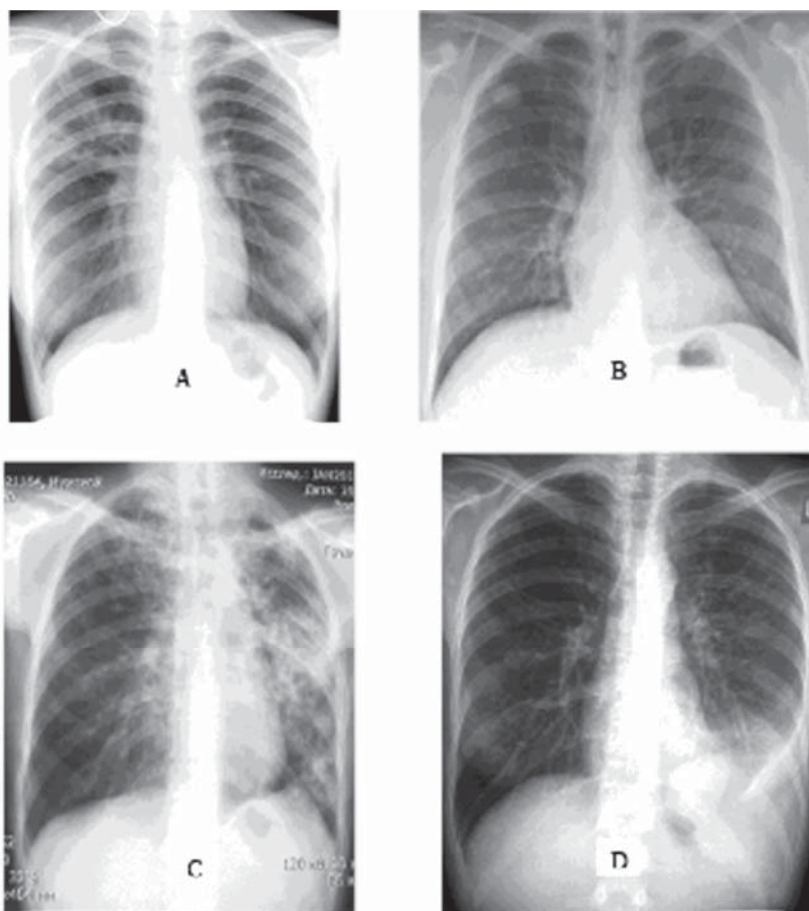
Prezentări radiografice în tuberculoza pulmonară. A - Complex tuberculos primar, femeie 27 ani; B - Tuberculom pulmonar la un bărbat, asimptomatic, în vârstă 32 ani; C - Tuberculoză pulmonară, bărbat 32 ani, opacități nodulare confluențe și cavitate pe stânga, cu desiminare bronhogenă pe dreapta; D - Pleurezie tuberculoasă la o femeie, 34 ani, cu simptome respiratorii cu debut acut
